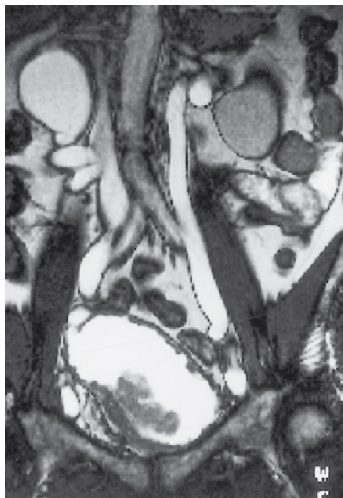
Insuffisance rénale aiguë obstructive par envahissement néoplasique (cancer de vessie) des uretères pelviens. IRM rénale sans injection de produit de contraste. Dilatation majeure des deux uretères et des cavités pyélocalicielles des deux reins.
